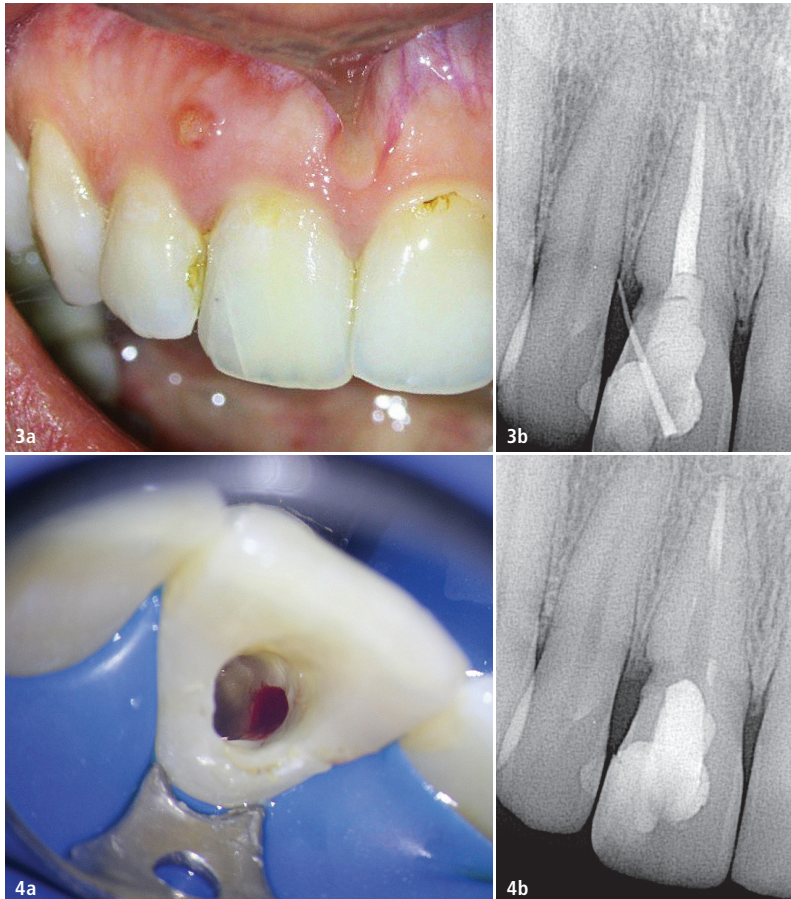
Klinische und röntgenologische Ansichten zeigen eine Fistelbildung, die bei genauerer Untersuchung zu einem distal liegenden, zervikalen Defekt an Zahn 11 führte. – Abb. 4a und b: Zu sehen ist der blutende Defekt im zervikalen Bereich zu Beginn der Wiedereröffnung des Wurzelkanals.
